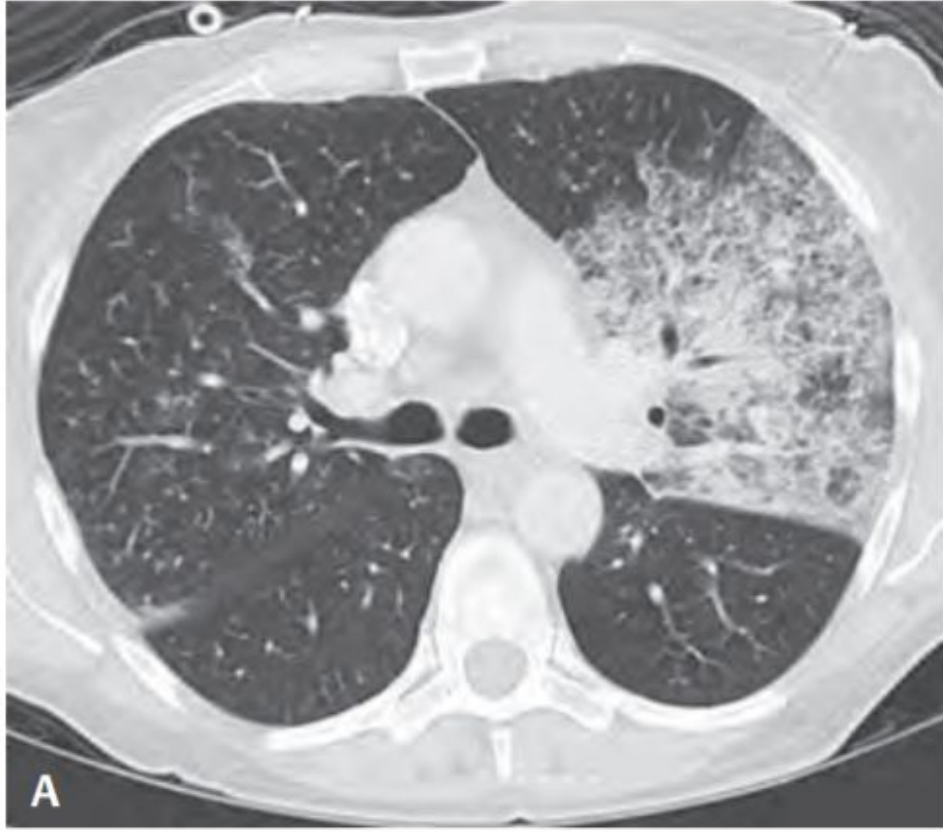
Chest CT (lung window) of a patient with multi-lobar pneumococcal bronchopneumonia shows peribronchiolar left upper lobe air space disease extending from the hilum to the pleural surface and peribronchiolar consolidation in the right middle lobe. Subtle nodules are present in the right upper lobe and complete opacification of a secondary pulmonary lobule in the left lower lobe.
